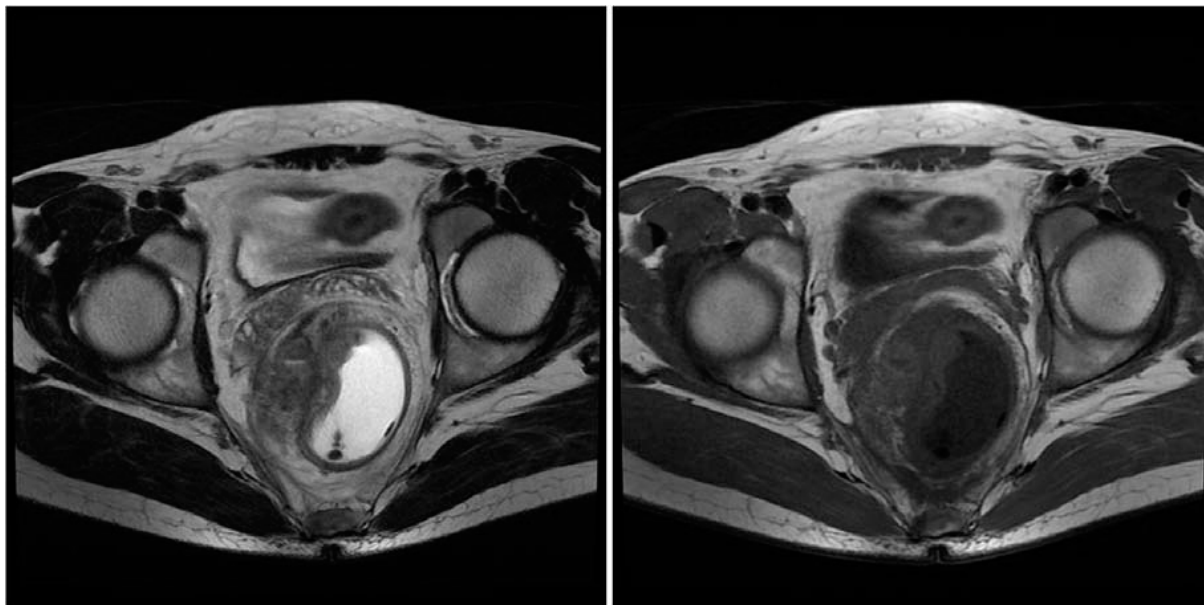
IRM pelvienne montrant un cancer du bas rectum chez un patient de notre étude
